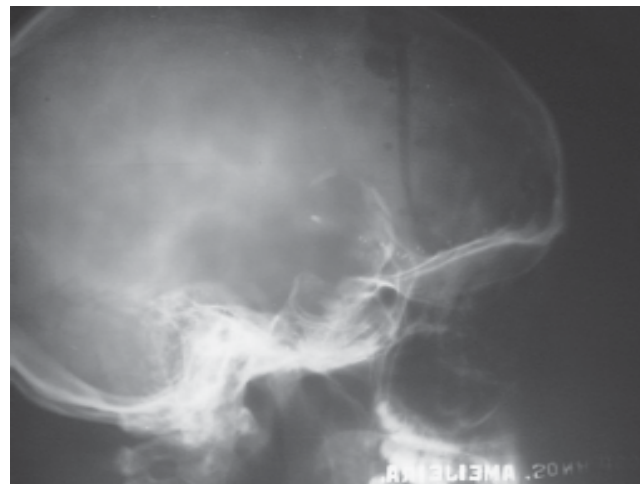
Radiografía lateral de cráneo. Se observa calcificación en el Sturges-Weber.
